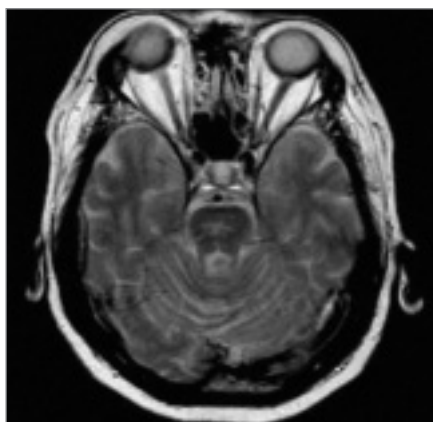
Ložisko extrapontinní myelinolýzy v mediální oblasti levého spánkového laloku, které je hyperintenzní na FLAIR obrazech.
